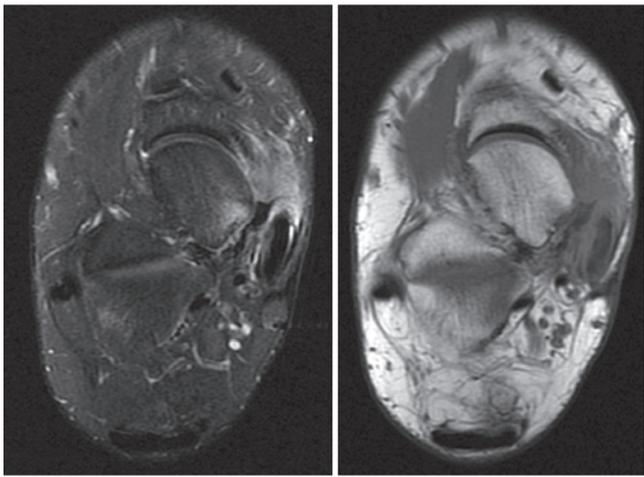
Corte axial em T2 e T1 de ressonância nuclear magnética do tornozelo demonstrando tendinopatia do tendão tibial posterior.
